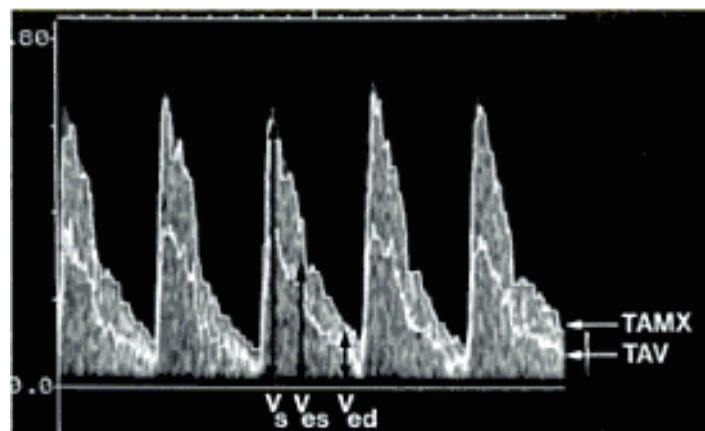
Normales dopplersonographisches Flusspektrum in den Hirnarterien (83).
